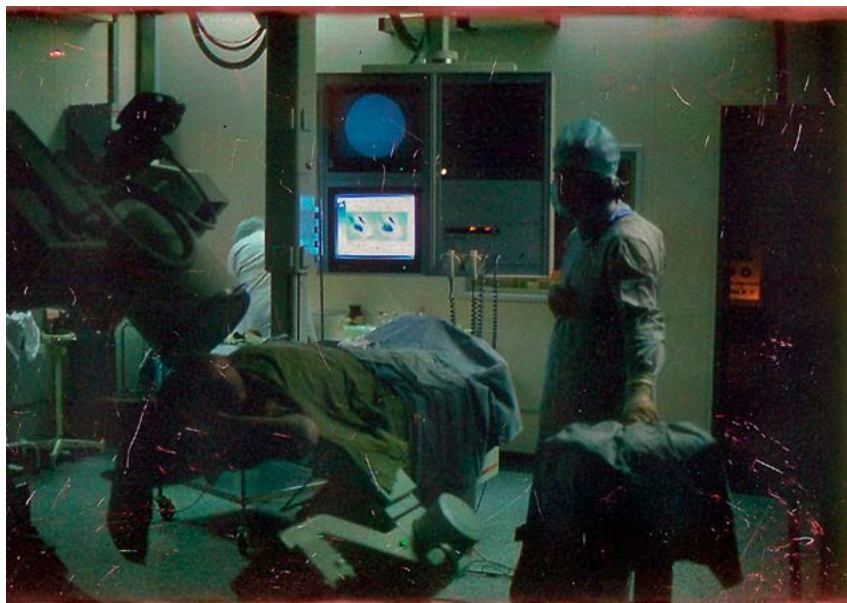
Проведение скintiграфического исследования в условиях рентген-операционной
